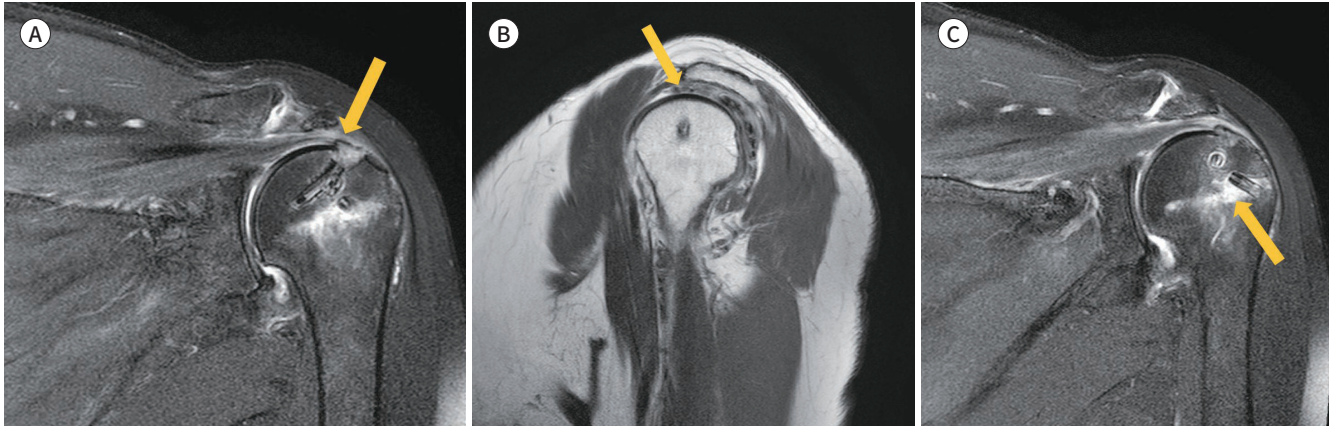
Oblique coronal fat-saturated T2-weighted image (TR/TE = 3000/80, A) and oblique sagittal T2-weighted image (TR/TE = 3000/80, B) show persistently increased signal intensity within the tendon 3 months after surgery (arrows), demonstrating normal postsurgical findings after arthroscopic tendon repair without symptoms.
